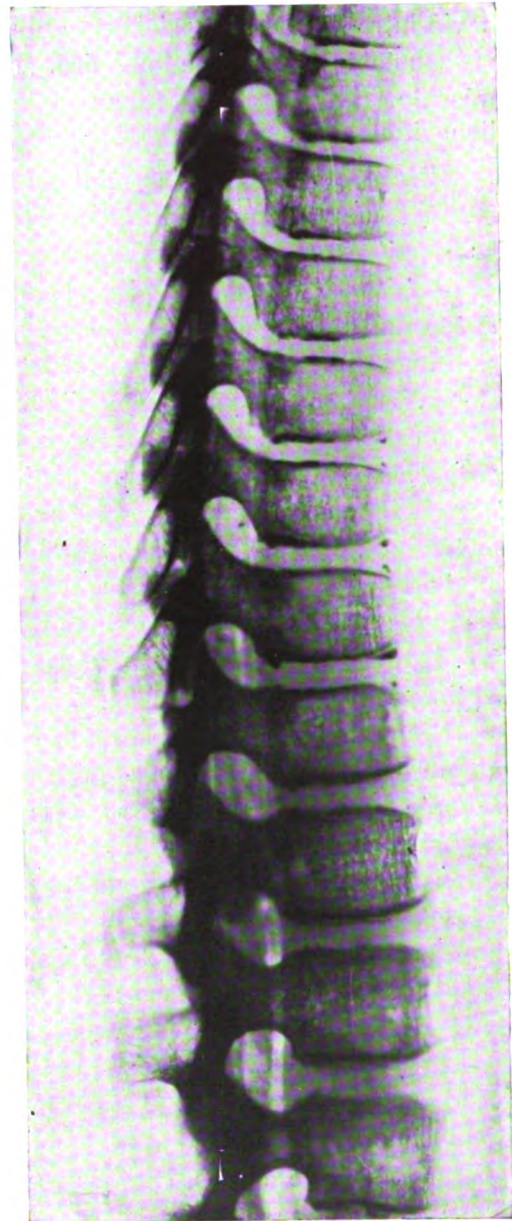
Radiographie de profil d'un rachis d'enfant de 12 ans. — Pièce anatomique.
